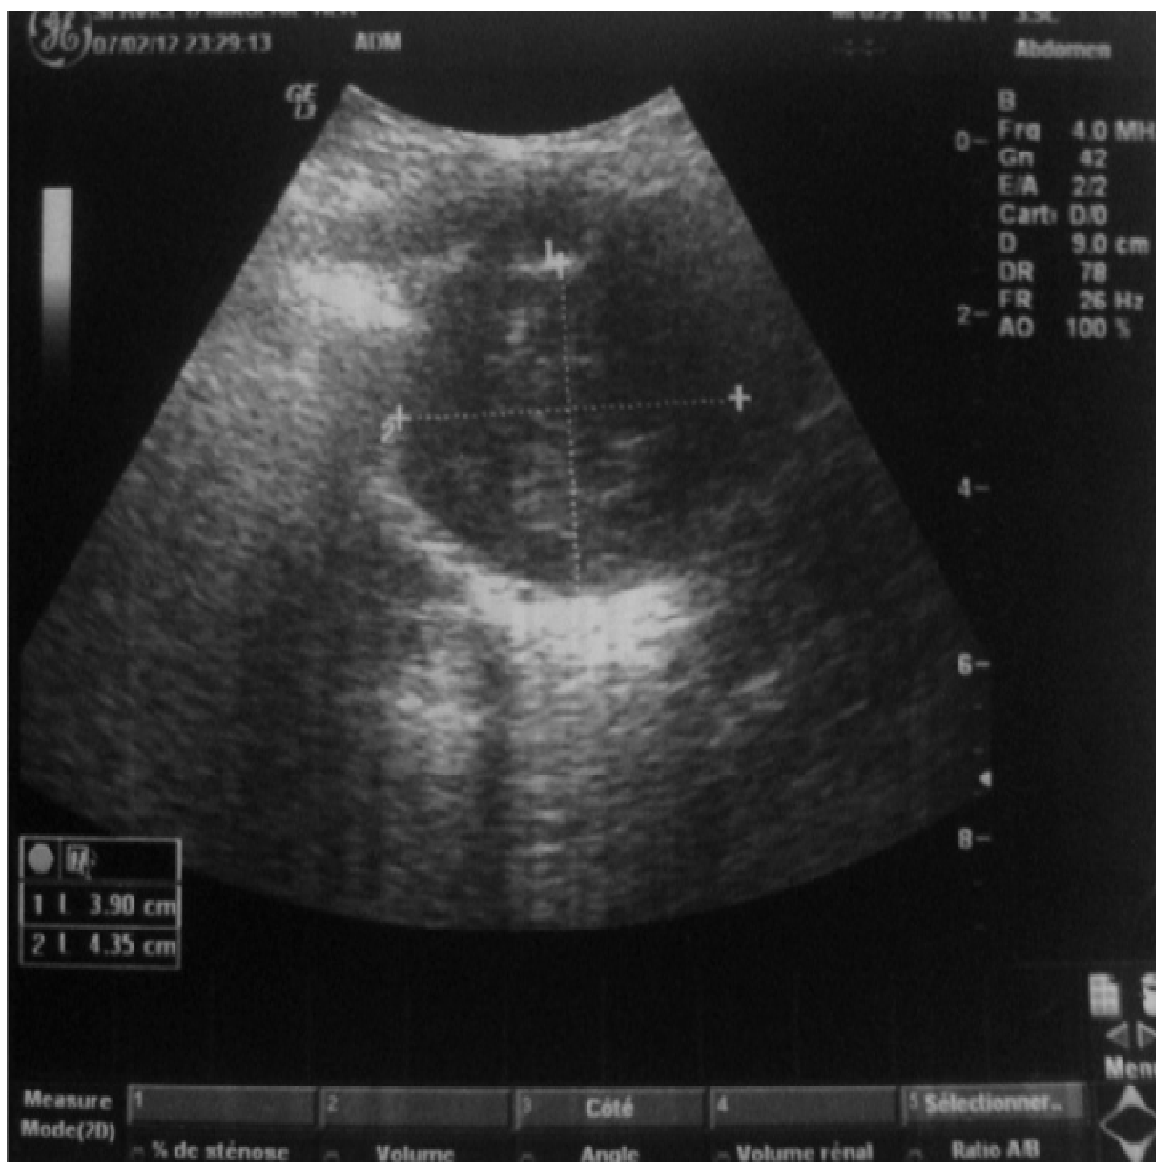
échographie abdominale du patient montrant la masse.
